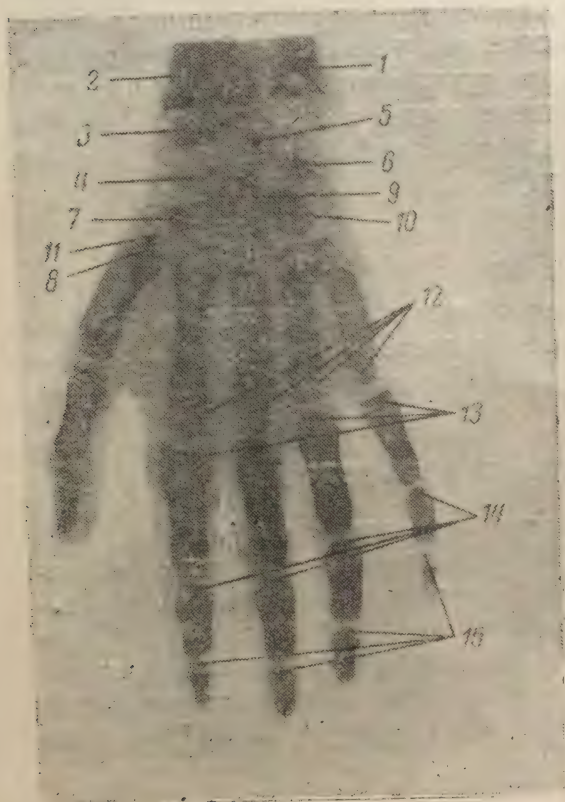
Рентгенограмма кисти мальчика 6 лет.
